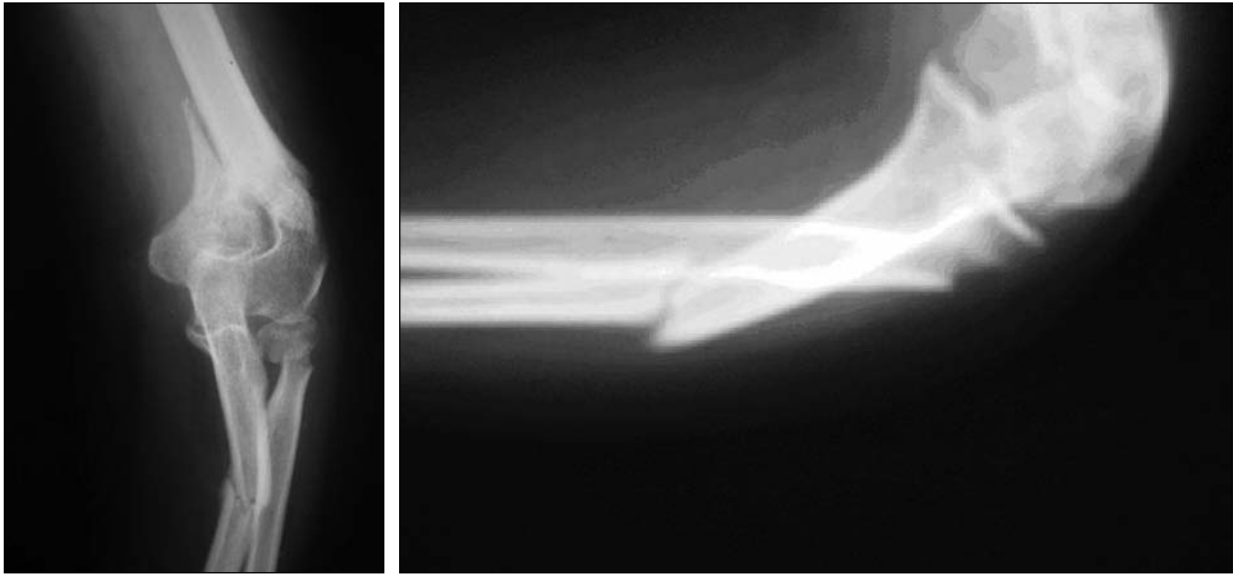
Caso clínico 2. Radiografías de ingreso.
